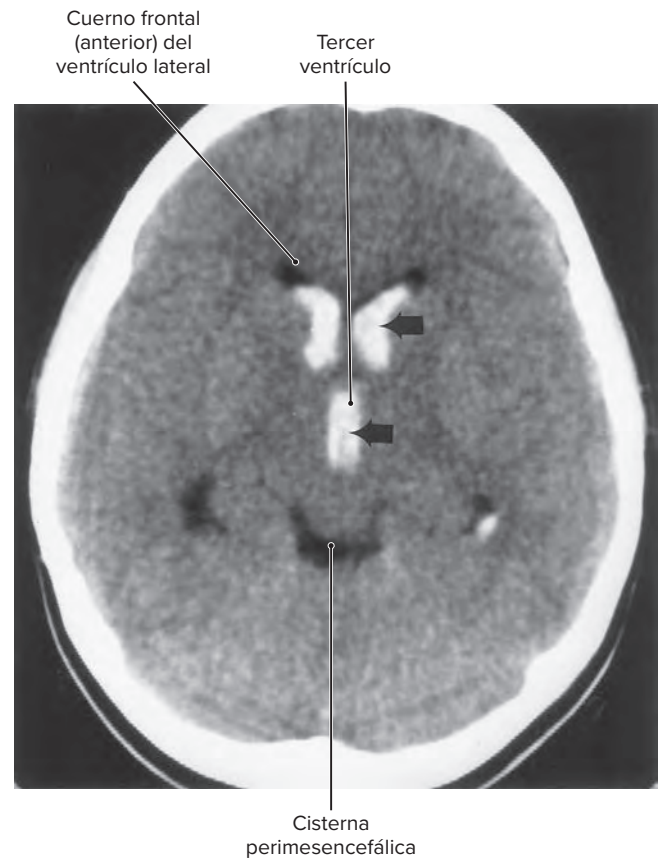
Imagen de TC que señala sangre en el sistema ventricular (flechas).
